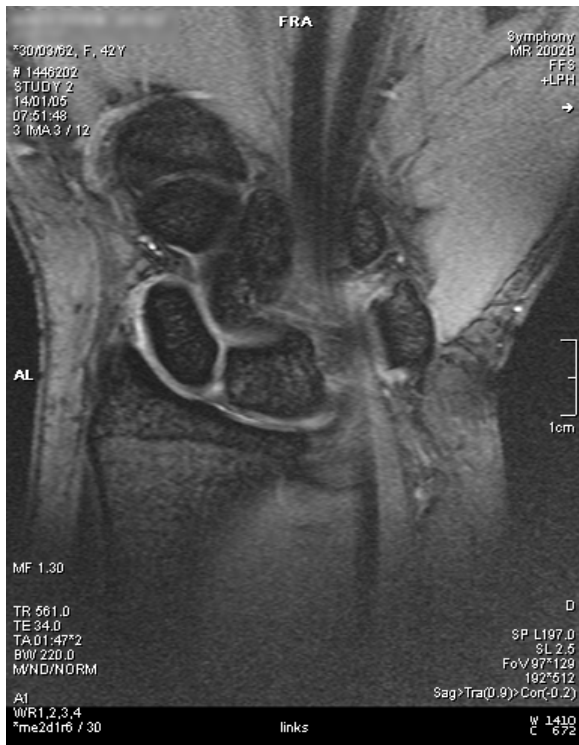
MRT: SL- Teilruptur; koronare Schichtführung, medic-Sequenz (Gradientenecho).
